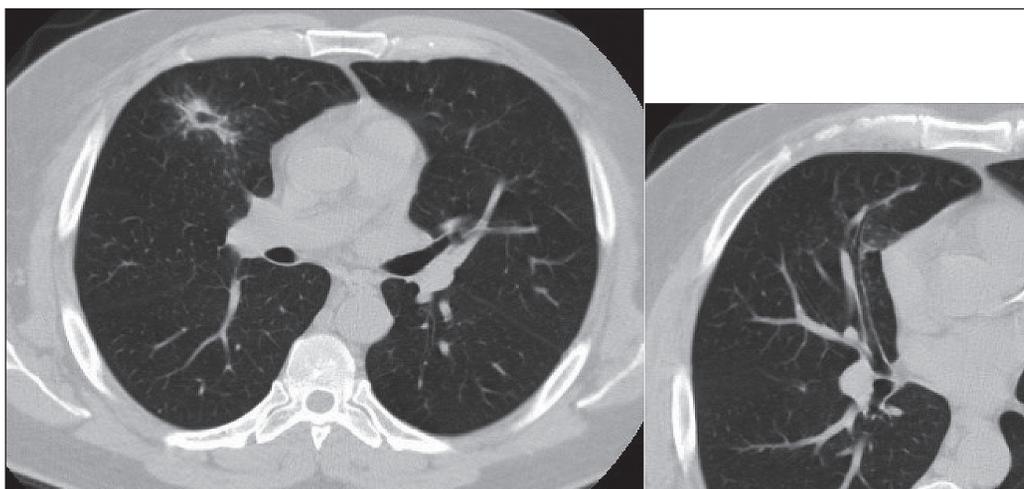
КТ органов грудной клетки. Узел в средней доле уменьшился в размерах до $1,8 \times 2,5 \times 1,4$ см, структура неоднородна за счёт воздушной полости в центре. Уменьшение толщины стенок среднедолевого бронха
